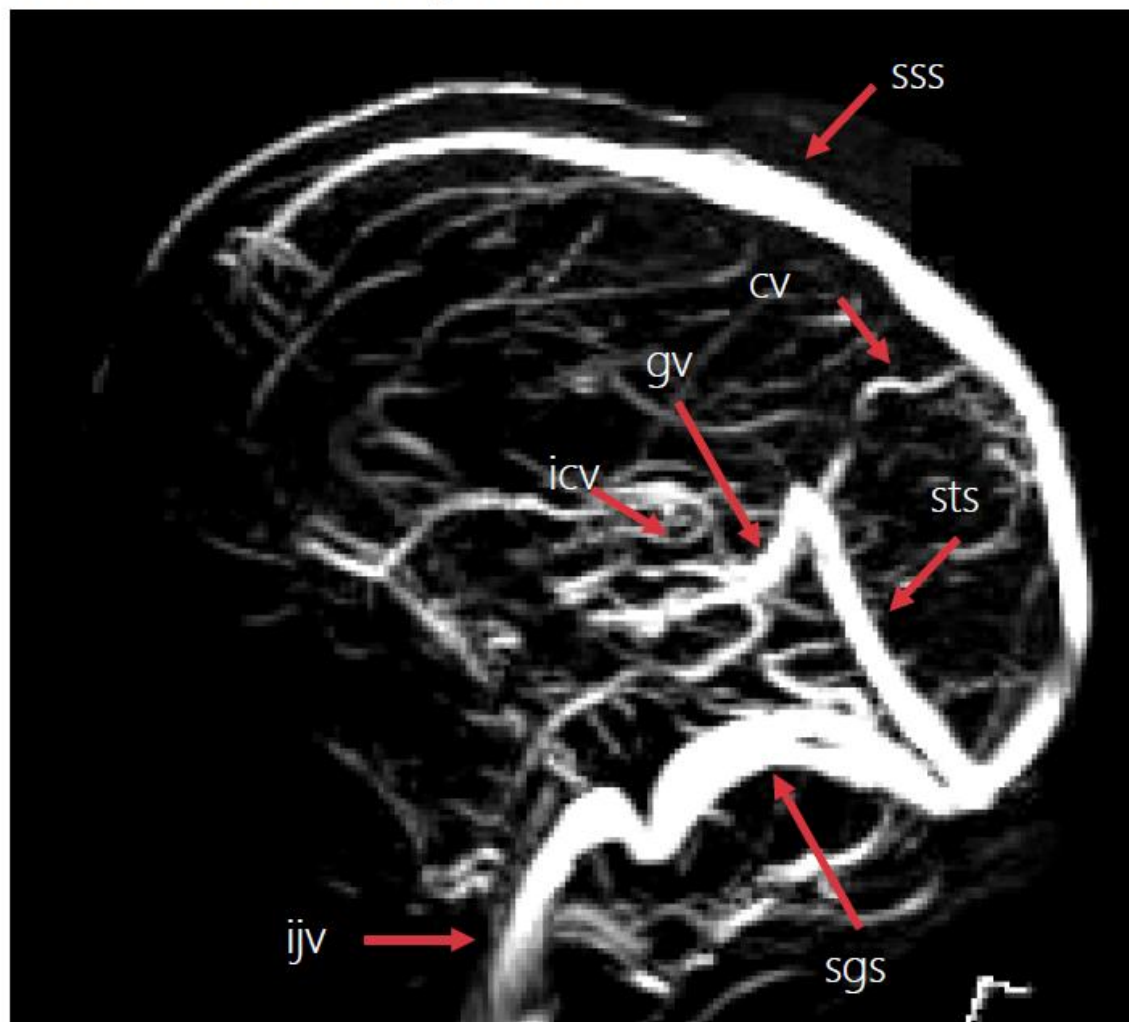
Anatomy of the cerebral venous system as seen on an MRI phlebography..
